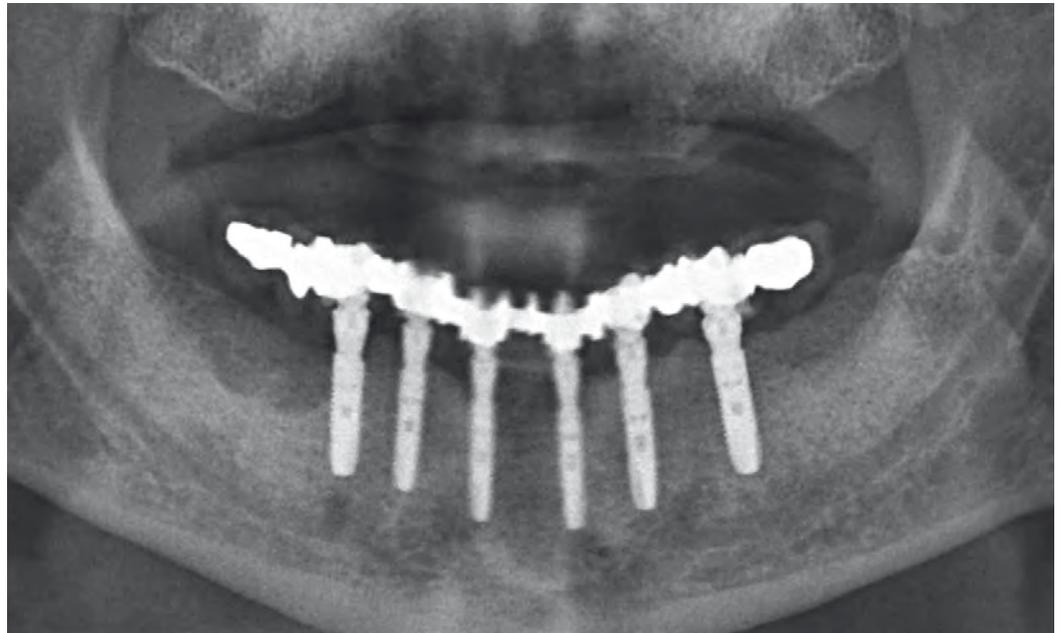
Abschluss-Röntgenbild zur Kontrolle.
